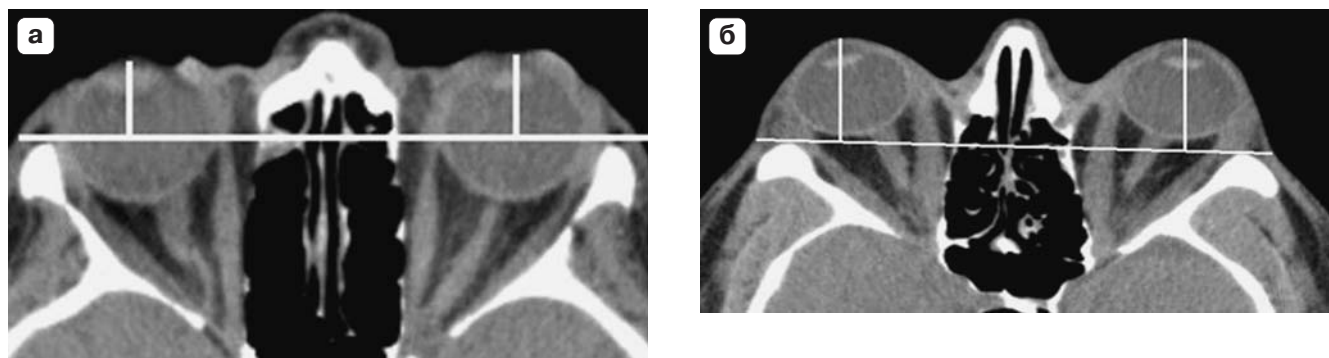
Измерение степени протрузии глазных яблок (аксиальная проекция) в норме (а) и при ЭОП (б).
